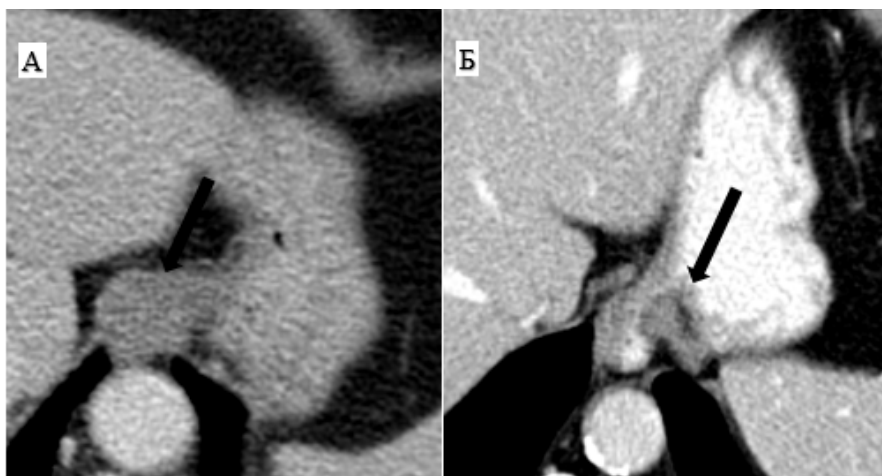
КТ-картина хиатальной грыжи (оригинальный рисунок):
